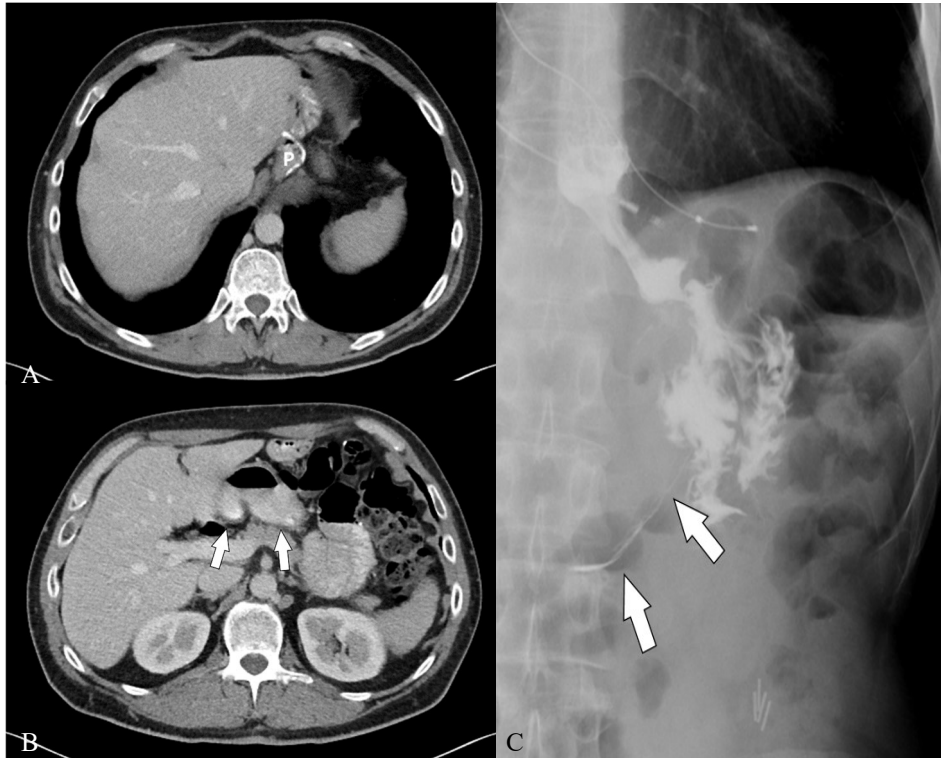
Gastro-gastrale Fistel bei einer Patientin, die nach guter Gewichtsreduktion postoperativ nun wieder an Gewicht zunahm. A, B: Die MDCT zeigt nicht nur den Magenpouch (P), sondern auch den ausgeschalteten Magen (Pfeile) gefüllt mit oral verabreichtem Kontrastmittel. Dies ist nur durch eine Fistelverbindung zu erklären, aber die Fistel ist in der MDCT nicht zu sehen. C: Das Ösophagus-Magen-Röntgen zeigt eindeutig die schmale, im MDCT nicht sichtbare Fistel (Pfeile) von der Anastomose zum ausgeschalteten Magen.
